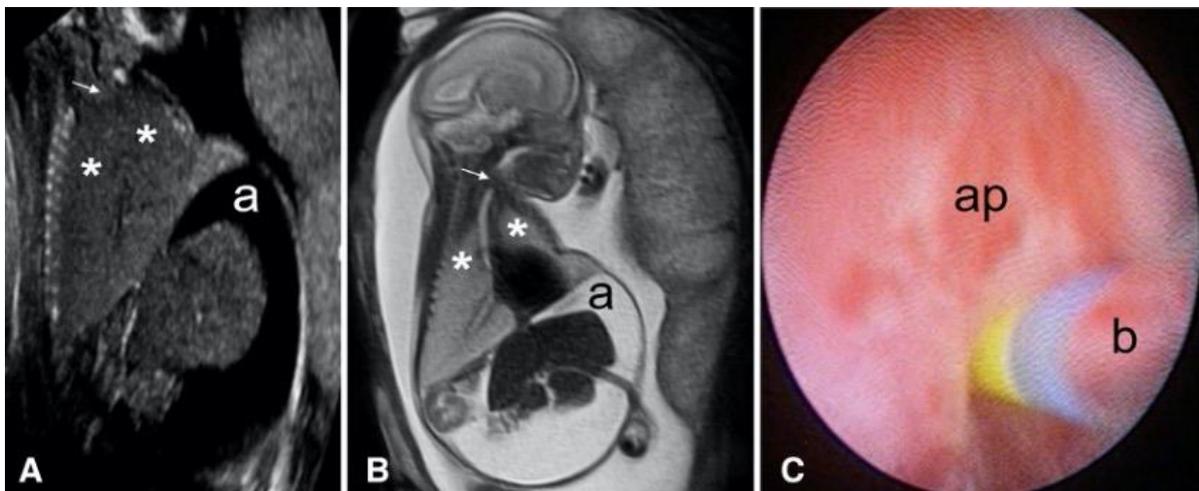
Imágenes de ecografía (A) y de RM (B) de un feto con atresia laríngea (flecha), hiperinsuflación bilateral de los pulmones (*), diafragmas invertidos y ascitis (a). (C) Fetoscopia de la atresia laríngea (ap) tratada con un catéter de balón (b) pasando tras la punción. (16)
